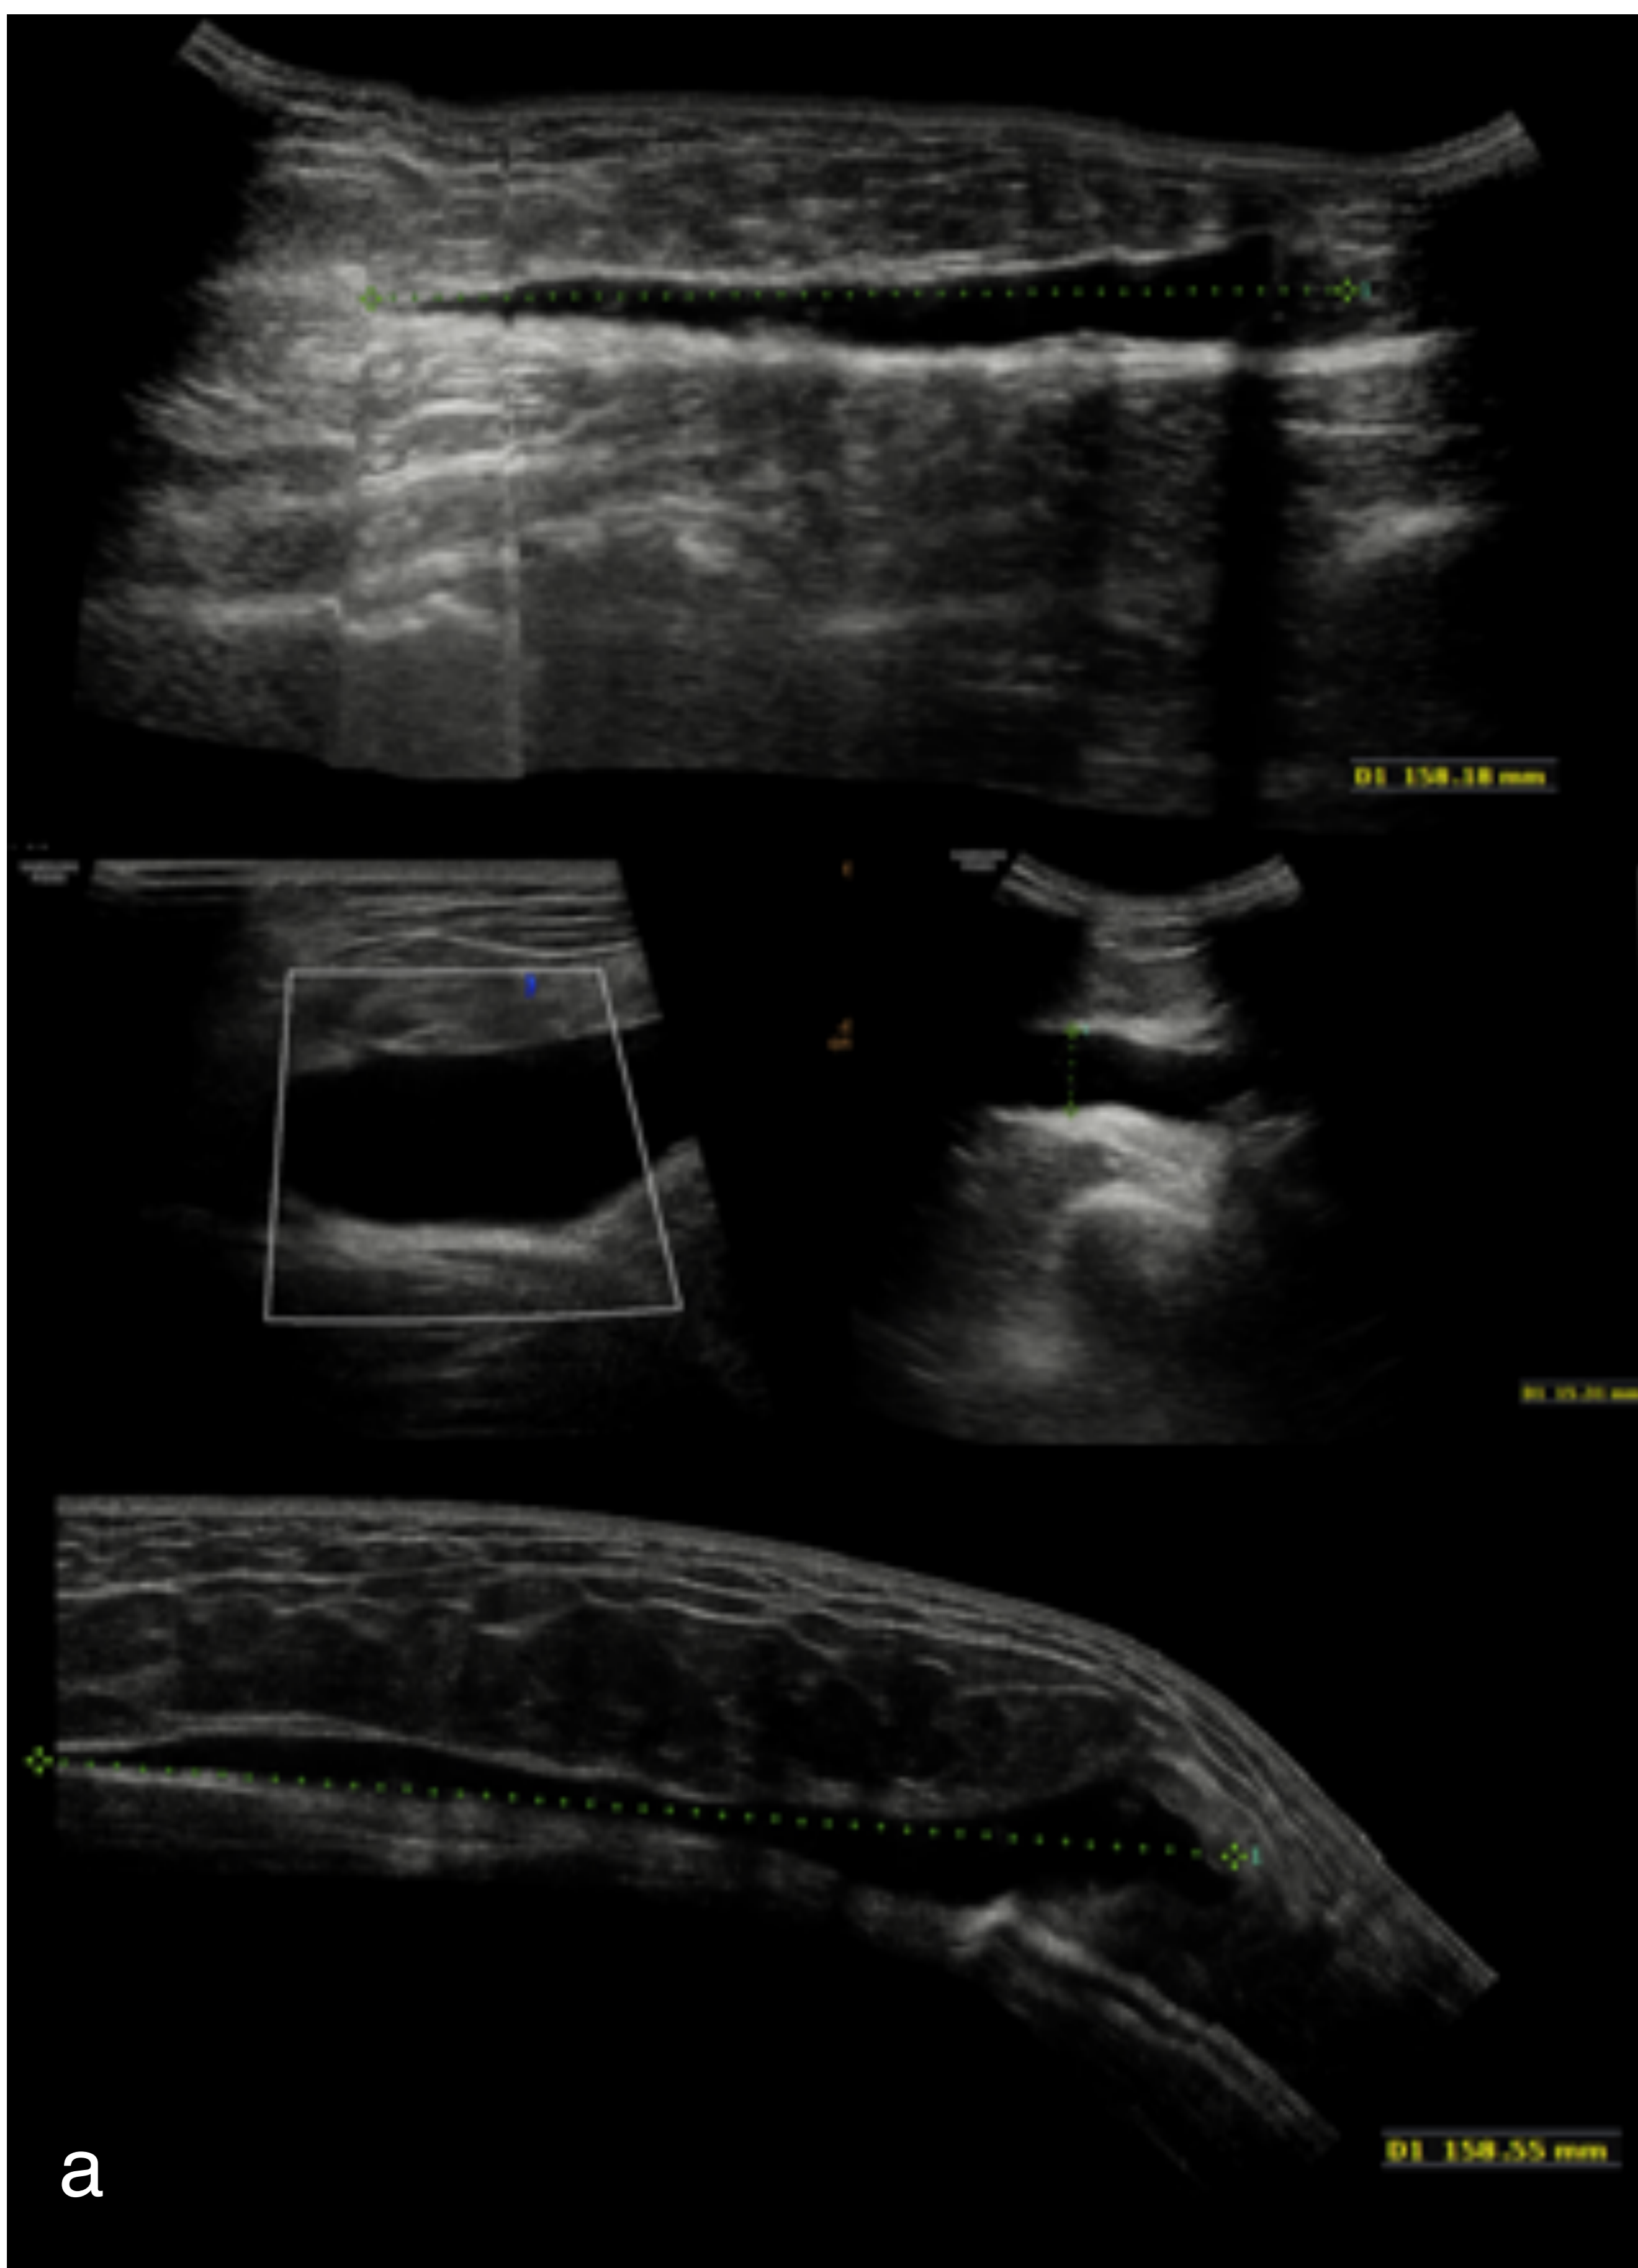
lesión de Morel-Lavallé en 3 pacientes distintos con antecedente traumático en todos los casos. Ecografía (a), TC sin contraste (b,c), RM con secuencias T1 FSE (d), MERGE (e), T2 FSE (f) y STIR (g).
